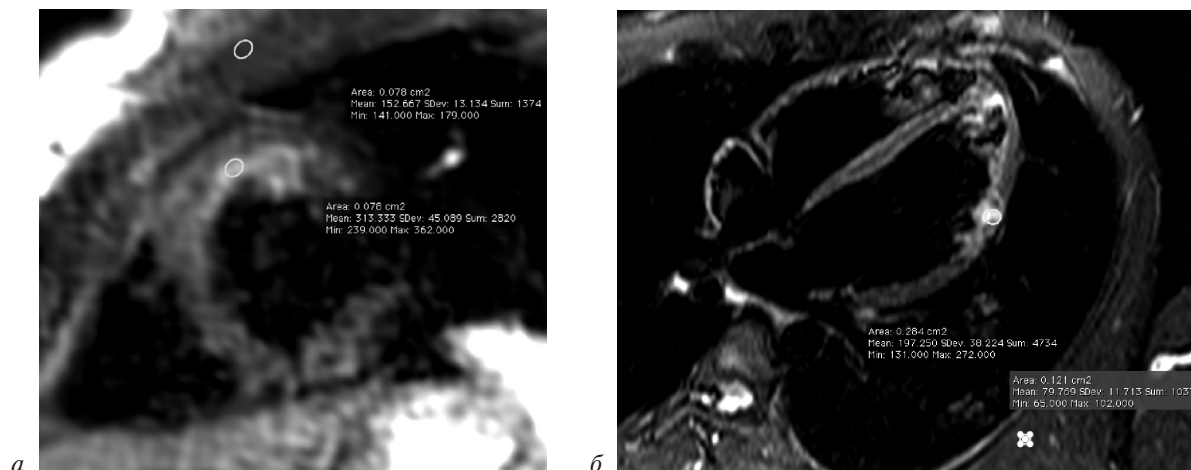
МР-томограммы (STIR):
